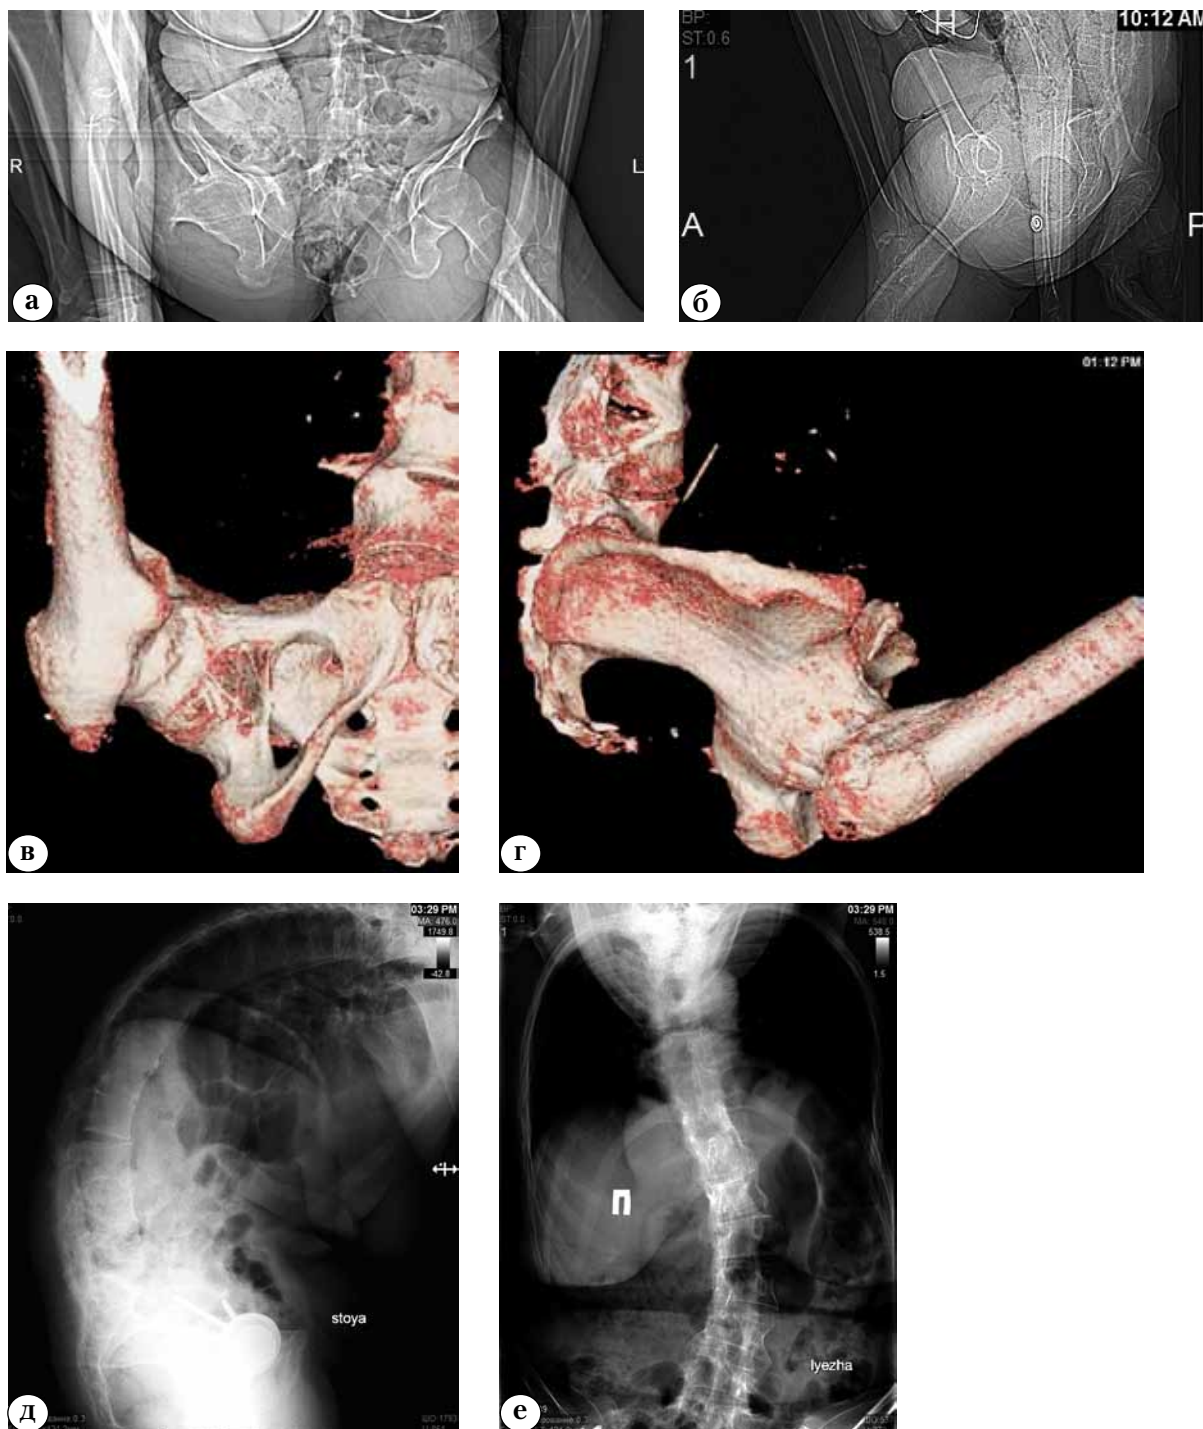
Рентгенограммы тазобедренного сустава в прямой (а) и боковой (б) проекциях; 3D реконструкция компьютерной томографии правого тазобедренного сустава в прямой (в) и боковой (г) проекциях; телерентгенограммы позвоночника при поступлении в прямой (д) и боковой (е) проекциях
